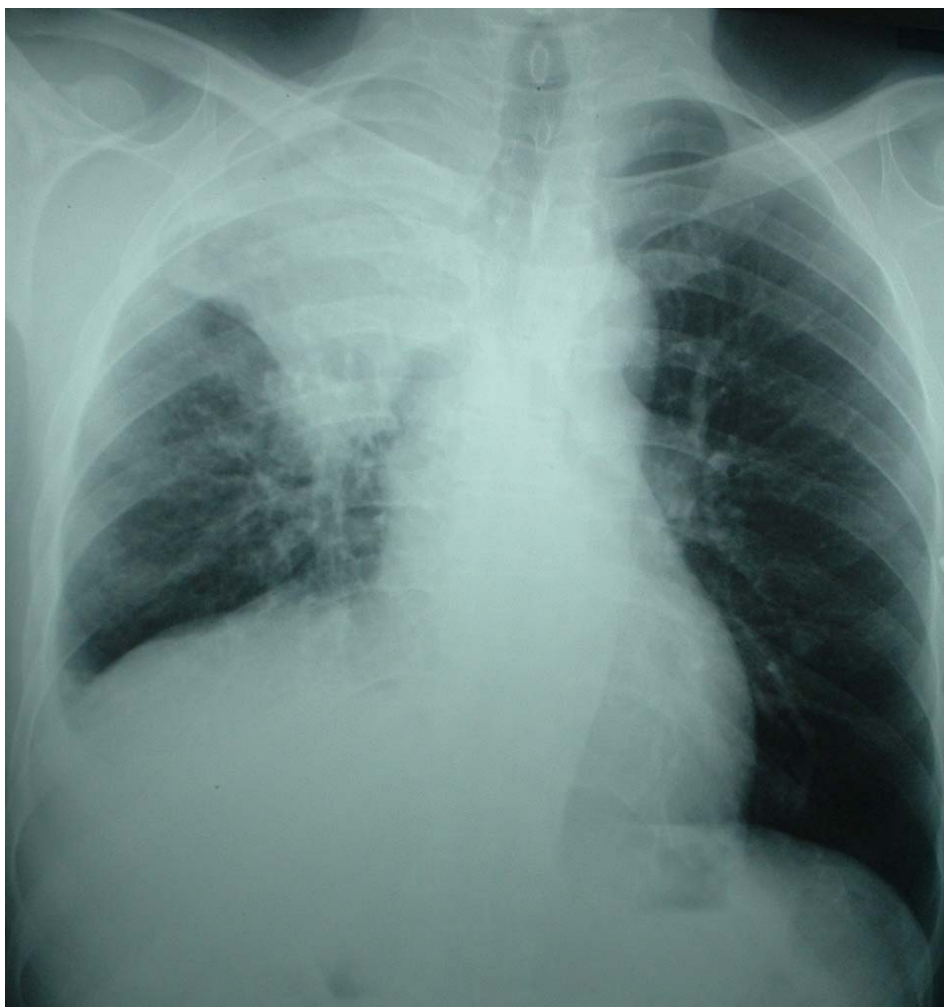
Radiographie du thorax de face montrant une image cavitaire droite
